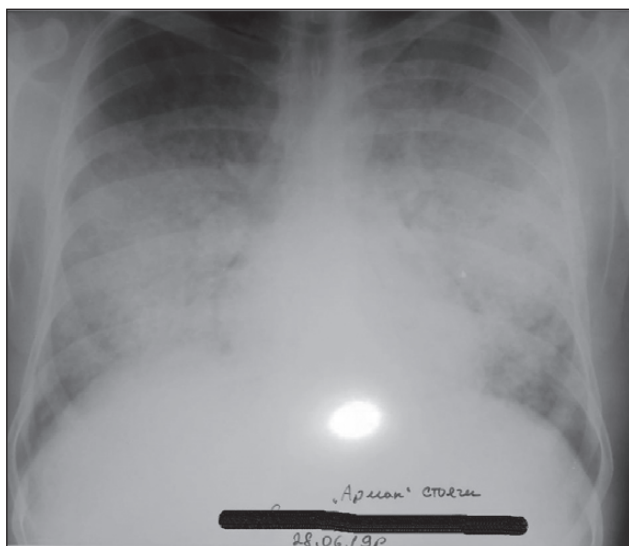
Рентген-картина на 4-ту добу лікування
